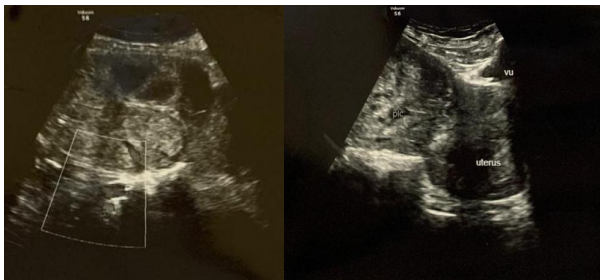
Gambaran USG pre operasi didapatkan janin berada di luar uterus (kehamilan abdominal)
